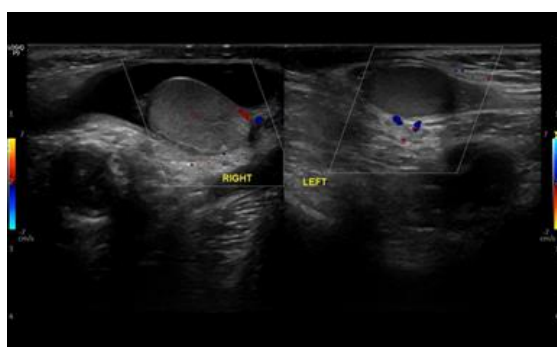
Tampakn USG testis dextra dan sinistra dengan CFDM. Tidak tampak vaskularisasi pada area anechoic peritesticular dextra.
